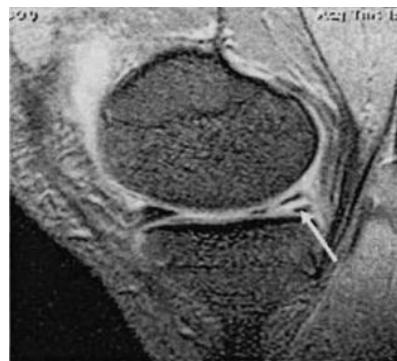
МРТ коленного сустава. Сагиттальная проекция.
